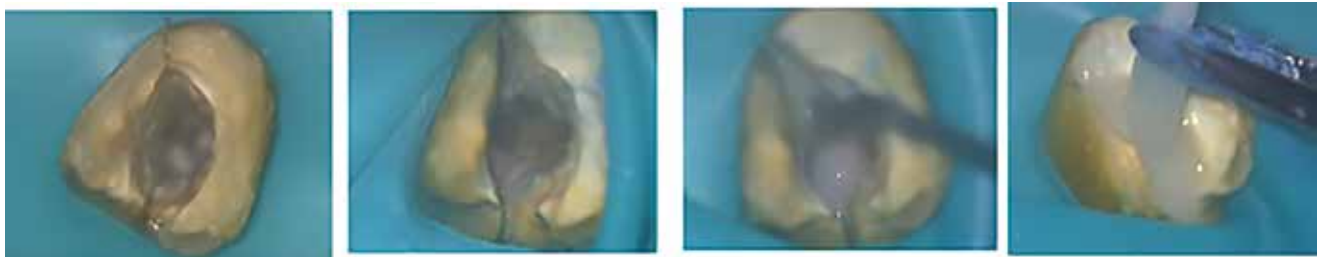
口腔内接着法: 根管からマイクロスコープ下で破折様式を把握し,超音波切削機を用いて破折部を追求し,汚染源を極力除去する.その後,表面処理剤グリーンを塗布し洗浄後,4-META/MMA-TBBレジン(以下スーパーボンド),ファイバーコアを用いて破折間隙の封鎖および接着固定をする.
